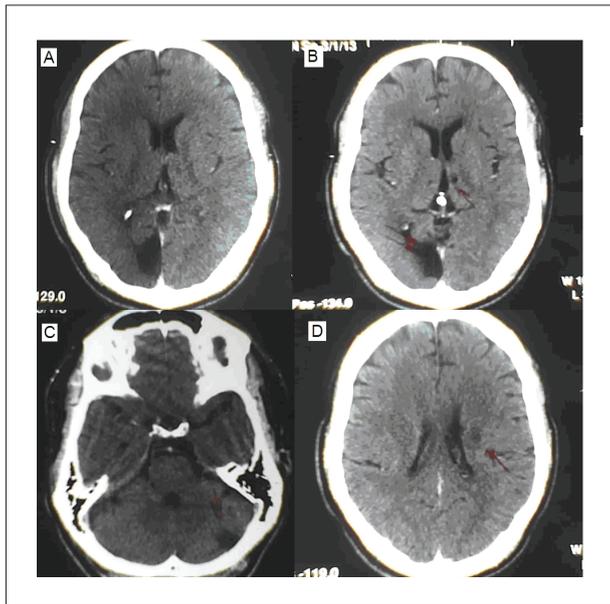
TAC de crânio demonstrando lesões isquêmicas (A) em região occipital direita; (B) occipital direita e talâmica esquerda; (C) cerebelar esquerda e (D) em região de cápsula interna esquerda.
